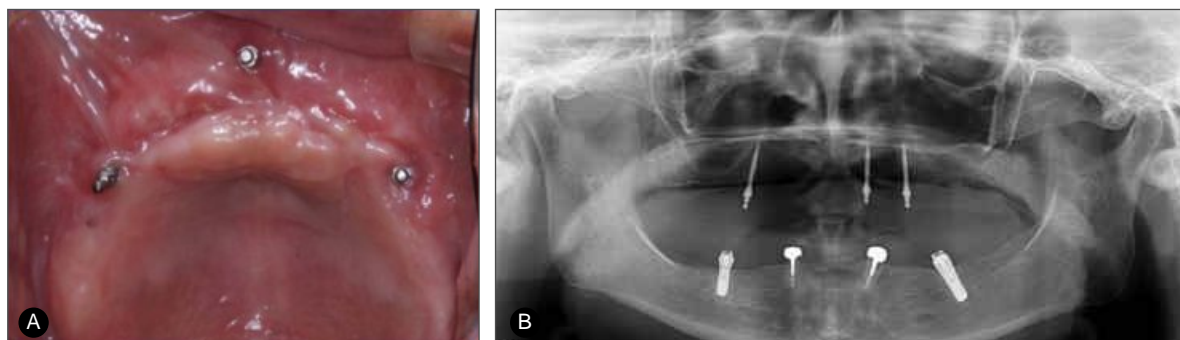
Initial clinical finding and panoramic radiography. Three mini implants (I-fix® Dentis, Korea) had placed for transitional denture.
